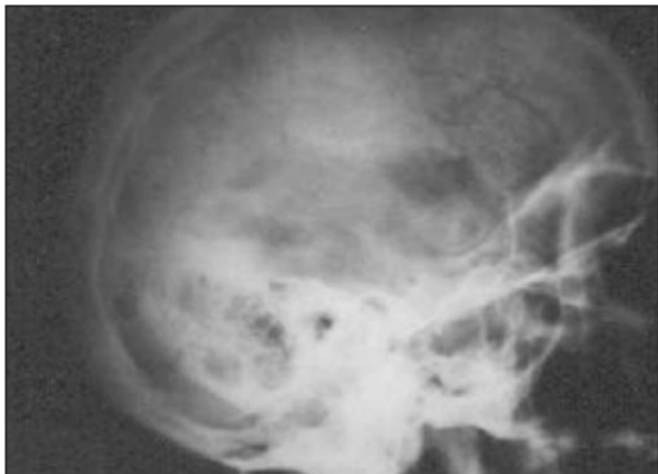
Рентгенограмма черепа больного Б. 52 лет. Определяется перелом лобной кости с переходом на основание
